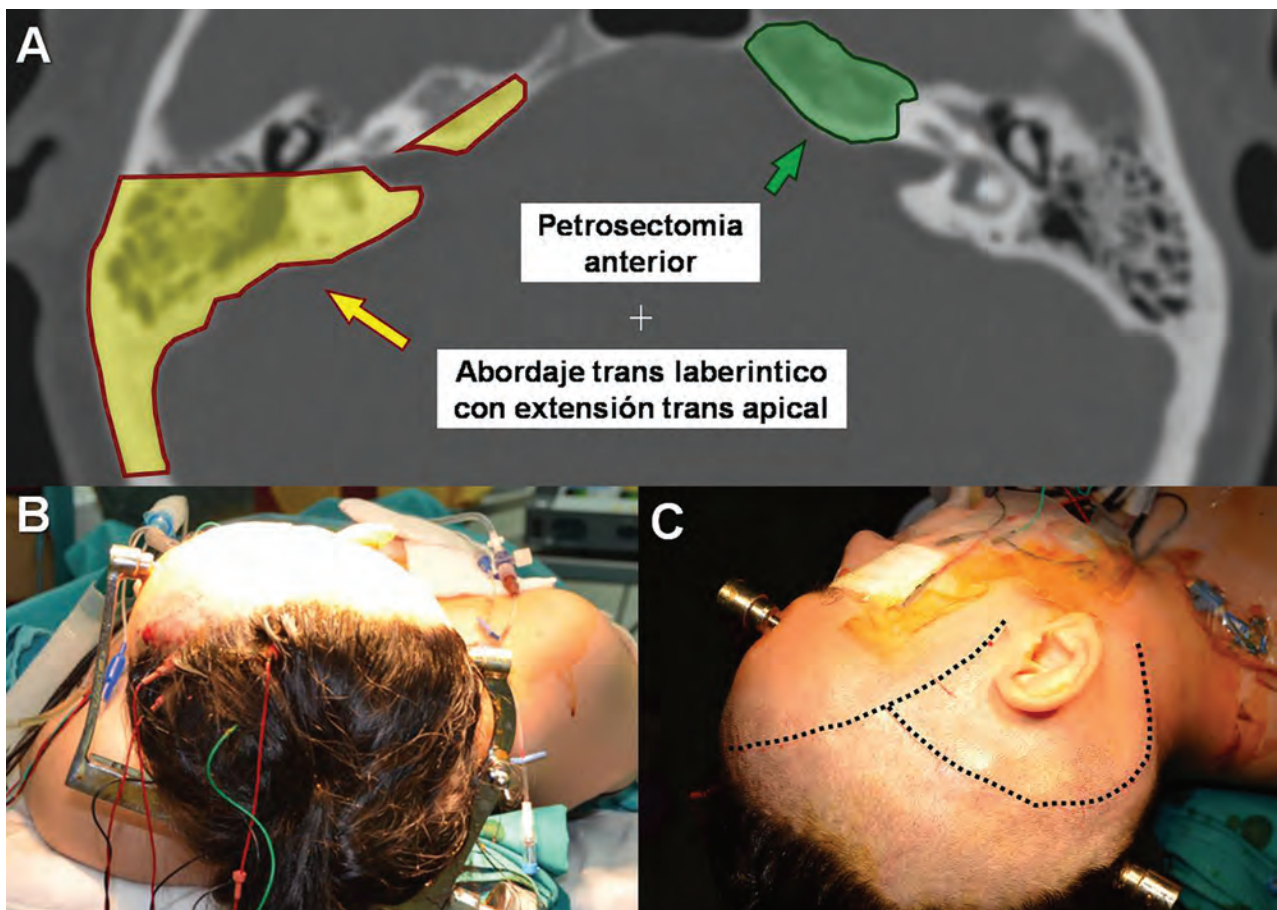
A) Corte axial en ventana ósea de tomografía. En amarillo del lado derecho se observa la resección ósea del abordaje translaberintico y en verde del lado izquierdo la resección ósea de la petrosectomía anterior. La combinación de las dos nos da un abordaje de 360° al conducto auditivo interno. B) Posición de la cabeza con el monitoreo neurofisiológico. Rotada 70° a izquierda. C) Incisión fronto- temporal combinada con una incisión retro auricular.
